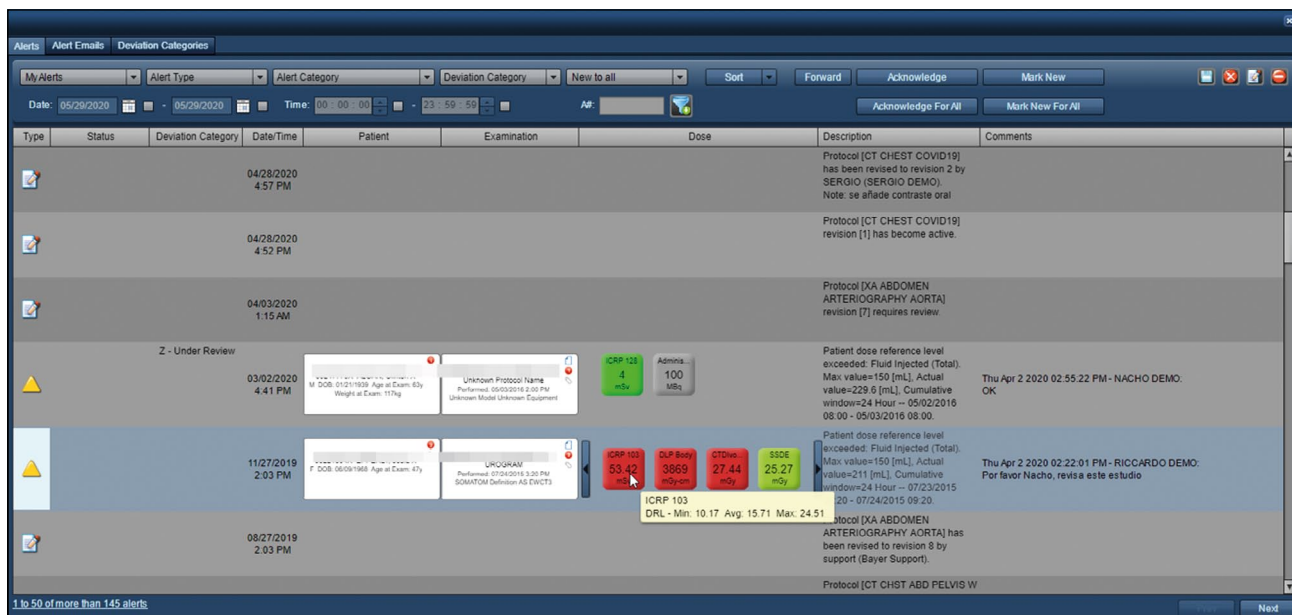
CT参数、Radimetrics、Bayer的颜色指示。
